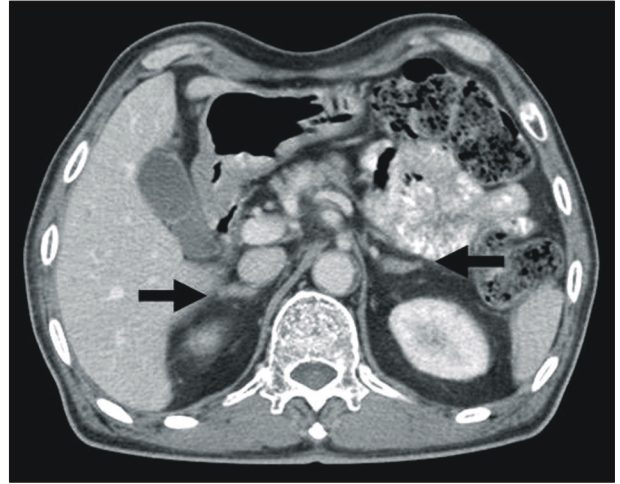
환자의 부신 전산화 단층 촬영 사진: 부신에서 뚜렷한 종괴는 보이지 않고 양측 부신의 결절성 비대(화살표)가 관찰된다.
